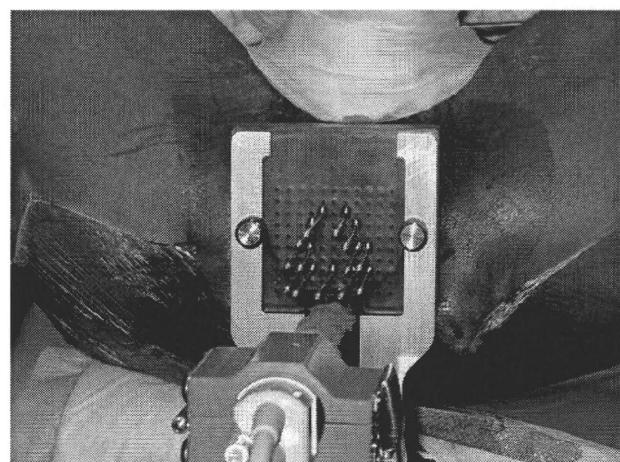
Method of high-dose-rate brachytherapy. Metallic catheters were inserted into the prostate through the peritoneum using transrectal ultrasound guidance.
